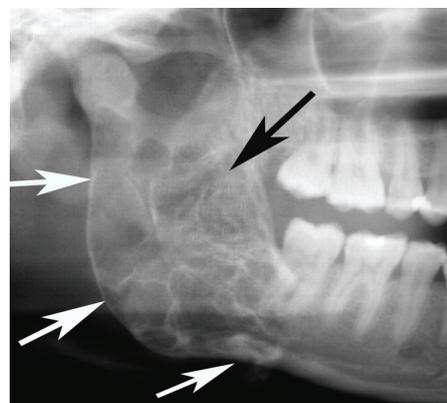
Рентгенограмма нижней челюсти больного с миксомой, локализующейся в области ветви нижнечелюстной кости
